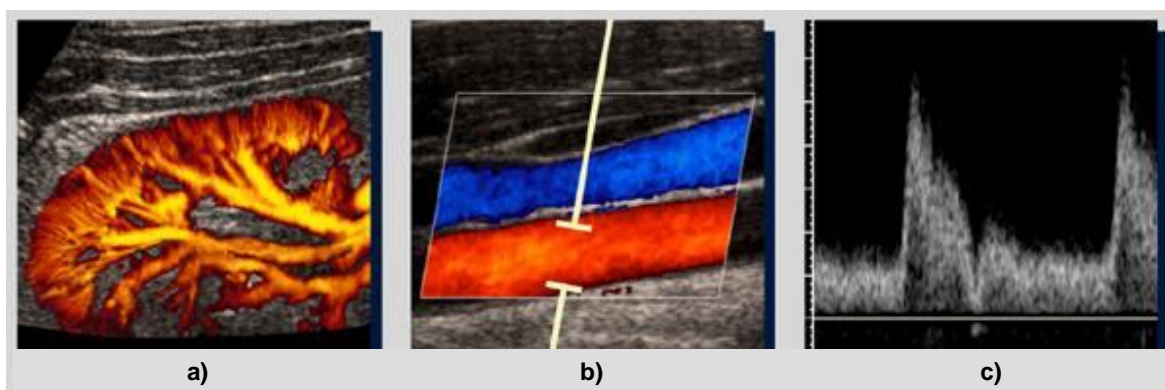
Modos de imagem Doppler: a) Doppler de Energia, b) Doppler de Côr c) Doppler Espectral [1].
